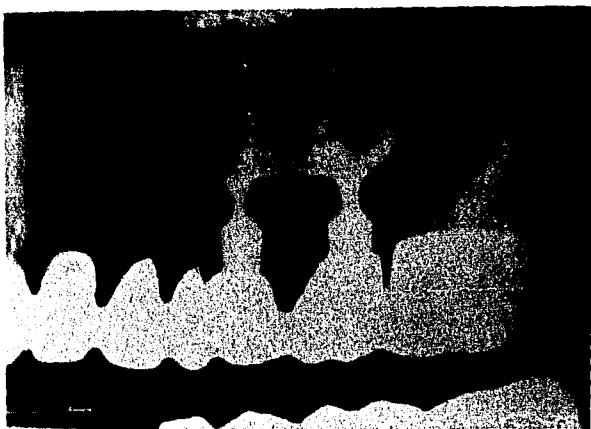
Radiografía tomada siete años después de la colocación de un implante como soporte intermedio para tramo edéntulo largo. (1)
